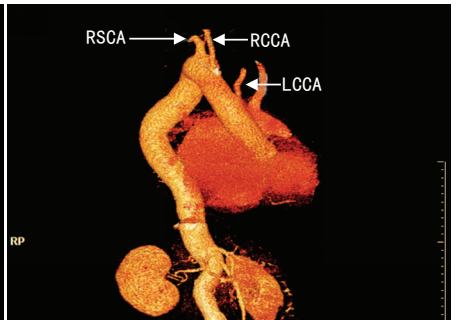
增强CT血管重建图示左侧颈总动脉(LCCA)、右颈总动脉(RCCA)、右锁骨下动脉(RSCA)依次从主动脉弓发出
